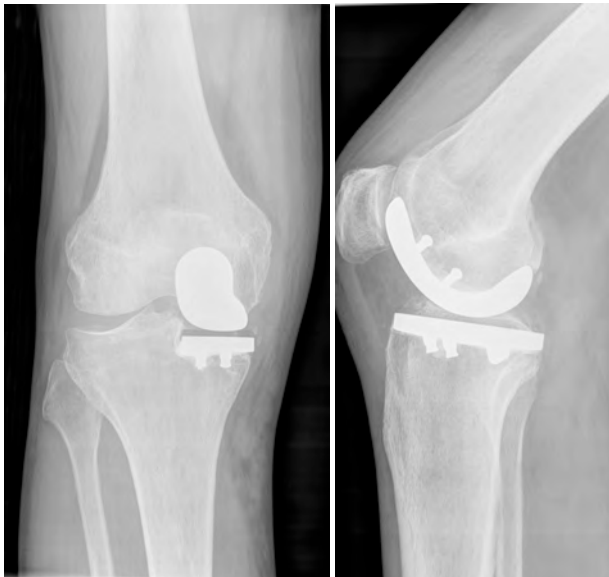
Fallbeispiel, 12 Monate postop. Röntgenaufnahme in 2 Ebenen
